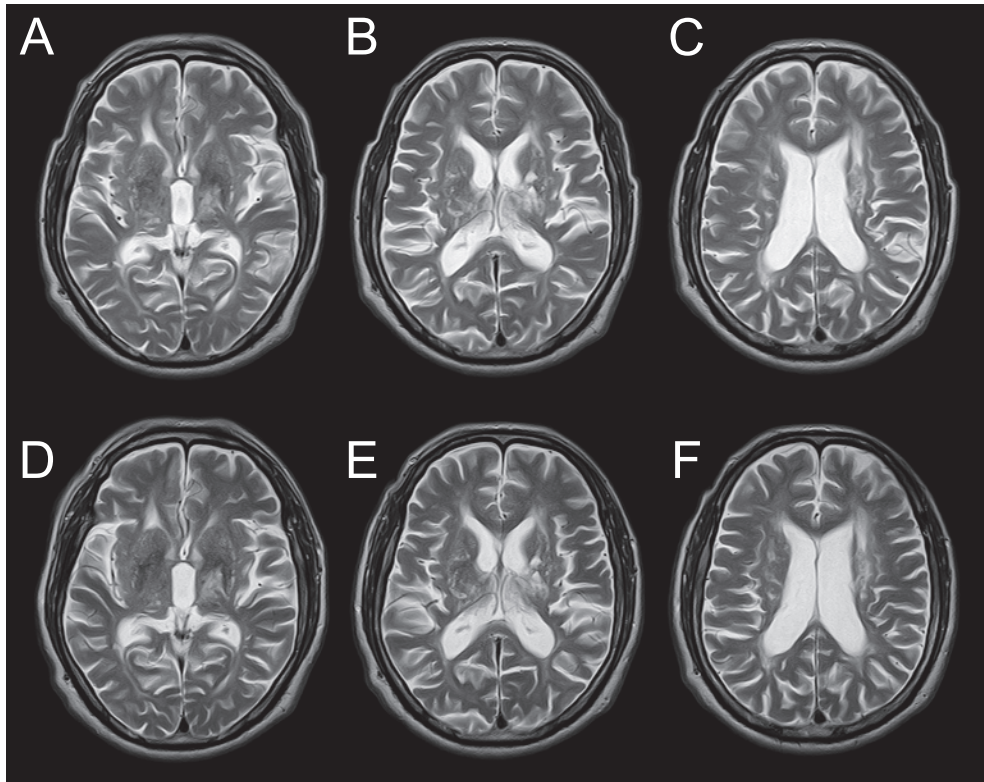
Brain MRI changes in 3 years.
